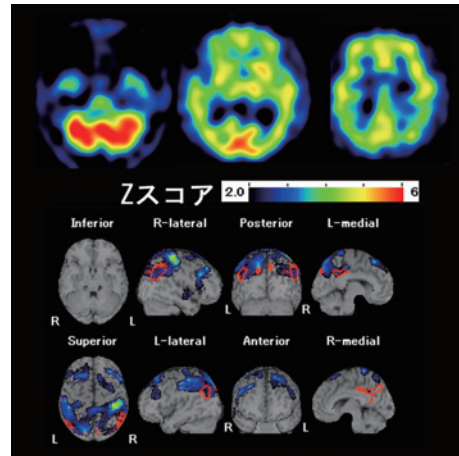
アルツハイマー病における脳血流SPECTと統計解析
